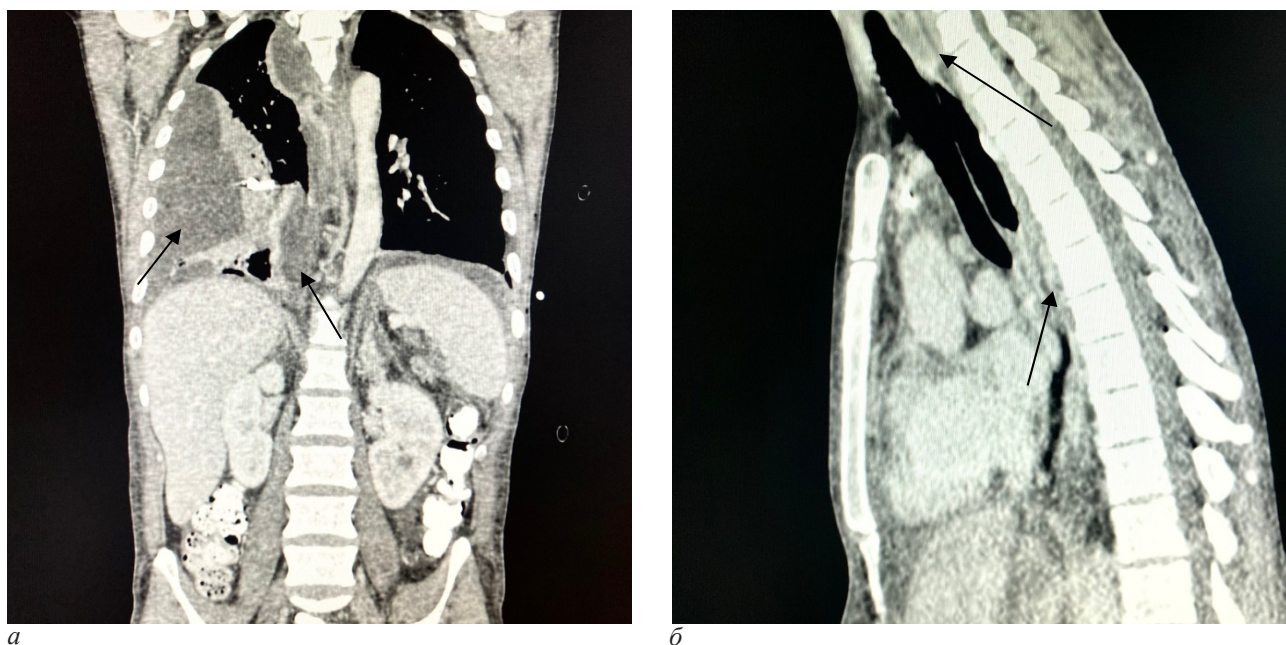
Computed tomography of the chest organs and neck: a – sagittal section – arrows indicate pseudocyst of the tail of the pancreas with a breakthrough into the posterior mediastinum and spreading along the esophagus, along the back wall of the pharynx and larynx; б – axial section – arrow indicates the spread of pseudocyst into the neck with displacement of laryngeal structures anteriorly; в – axial section – the arrow indicates the spread of the pseudocyst along the esophagus; з – axial section – the arrow indicates the pleural effusion on the left
